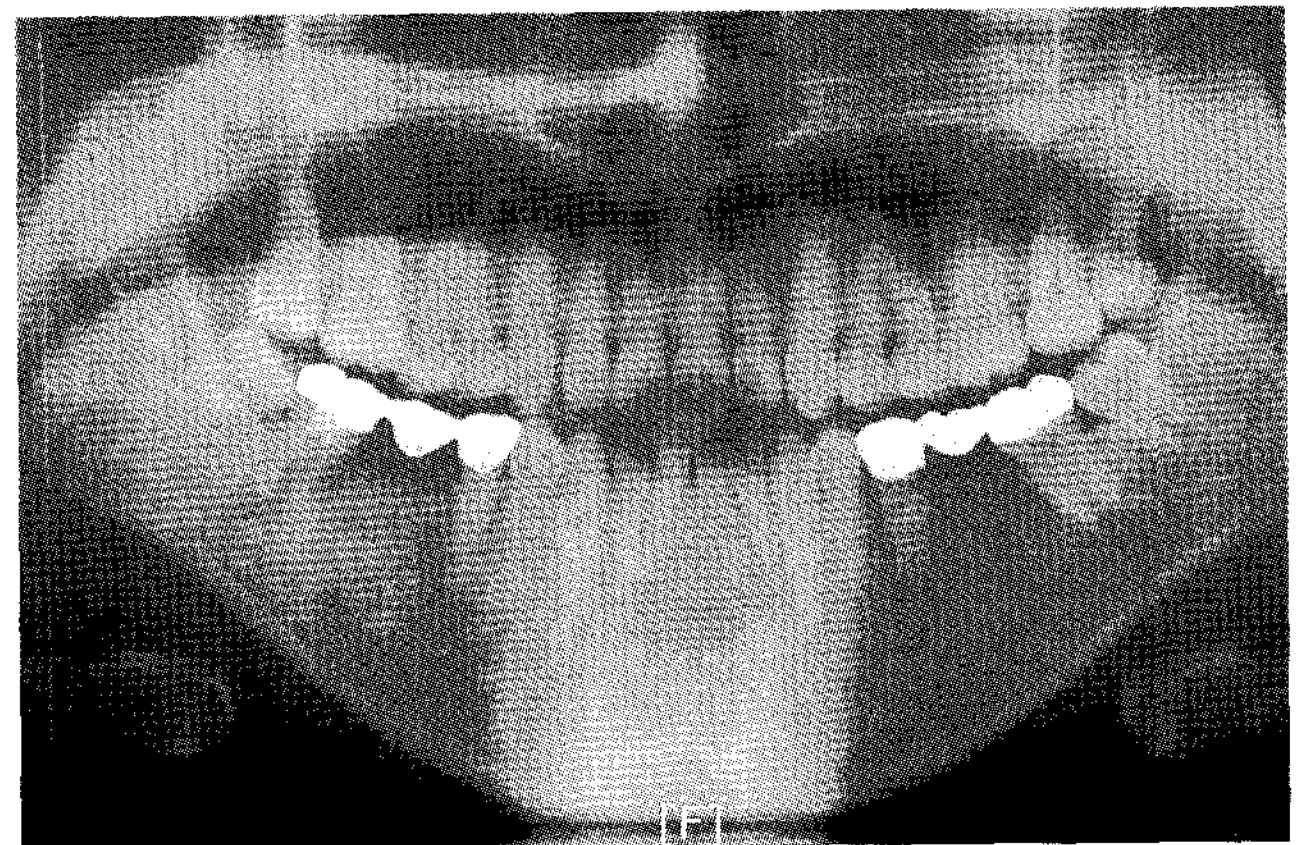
Panoramic radiograph revealed uni-locular radiolucent lesion on lower anterior teeth. This lesion displaced the adjacent teeth.
